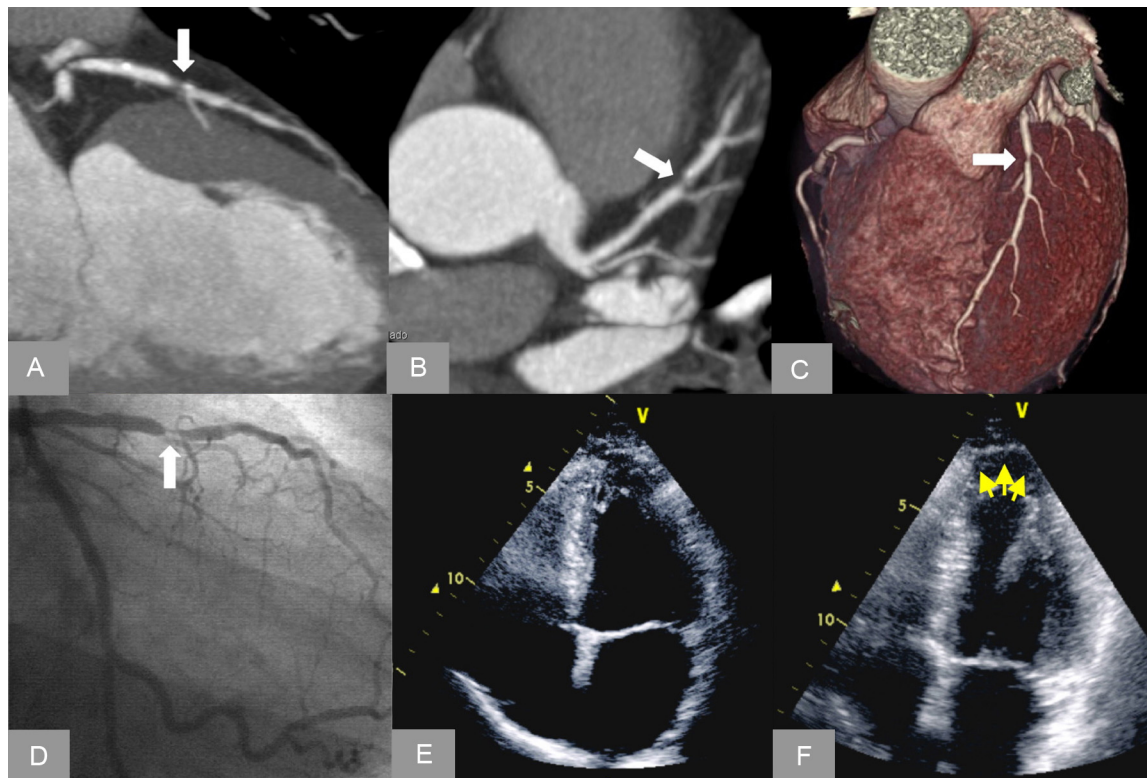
Reconstrucciones curvas multiplanares (A y B) y volumétrica (C) en un paciente con lesión mixta con estenosis grave de la arteria descendente anterior confirmada en el cateterismo cardiaco (D). Se muestran imágenes estáticas telesistólicas del ecocardiograma de ejercicio que muestran un zona discínctica en el ápex (flechas) inducible con el ejercicio (E) que no está presente en reposo (F).
